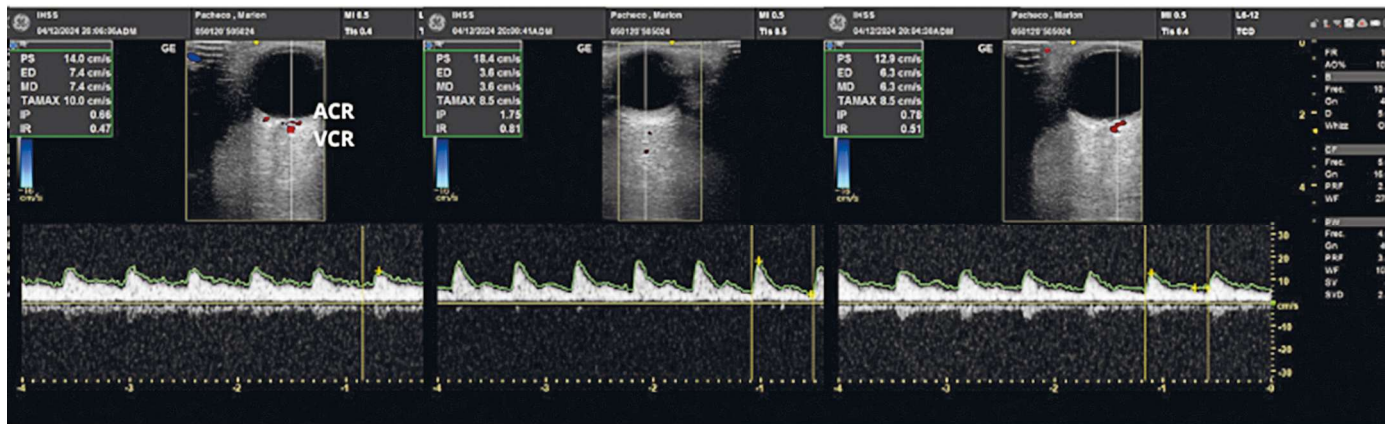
Doppler color de la arteria central de la retina que se encuentra en el medio del segmento distal del nervio óptico, la visualización de la ACR/VCR (arteria central de la retina/vena central de la retina) ayuda a identificar correctamente el curso del nervio óptico y evitar errores en la interpretación.
